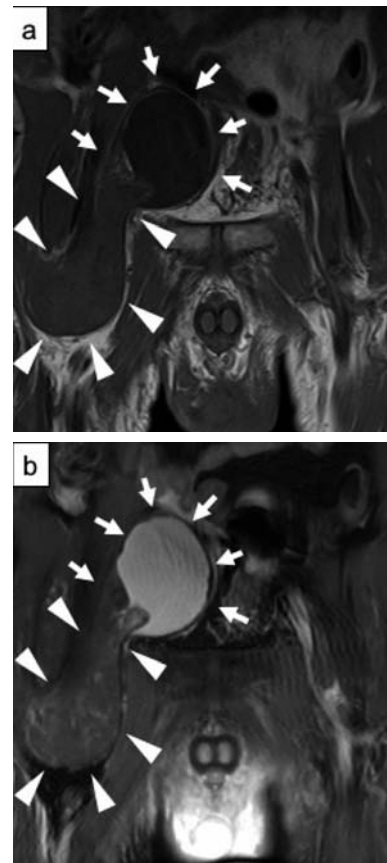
MRI findings, (a) T1WI, (b) T2WI. The signal of superior part (arrows) resembled that of water. The inferior part (arrowheads) showed a low intensity signal in both T1WI and T2WI.
